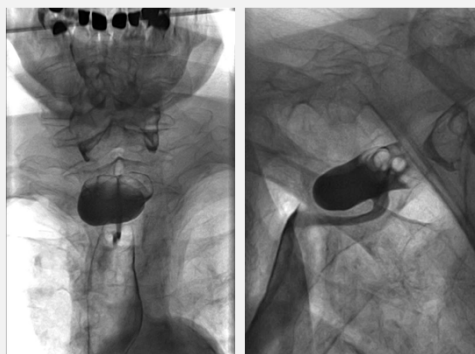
Röntgen-Breischluck bei einem Patienten mit Zenker-Divertikel
